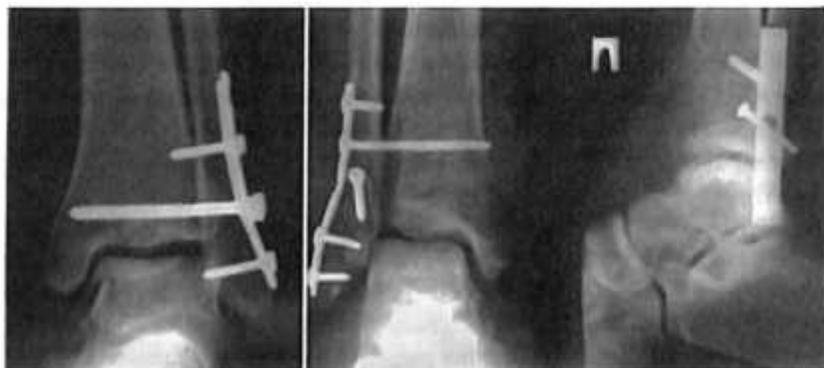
Рентгенограммы вариантов остеосинтеза наружной лодыжки с разрывом межберцового синдесмоза.
